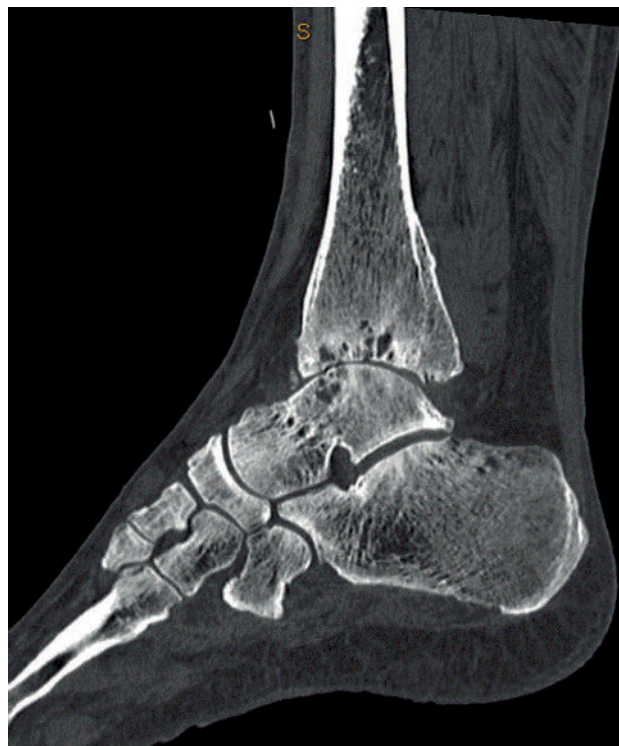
Клинический пример, предоперационное КТ-изображение в боковой проекции
